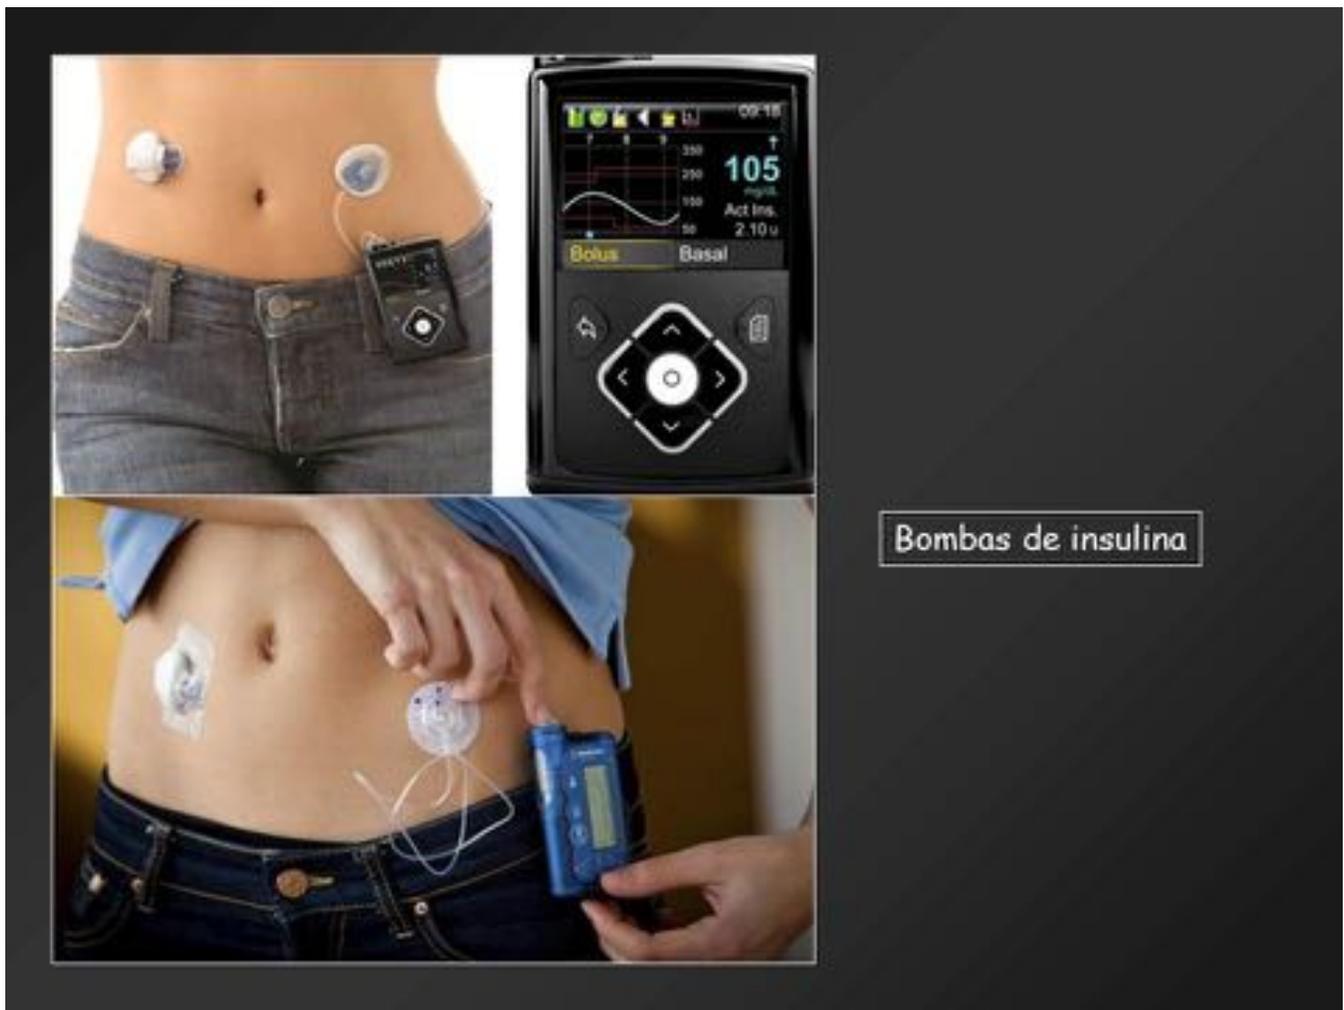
Las bombas de insulina deben retirarse antes de entrar en un entorno de RM (no son RM compatibles)
